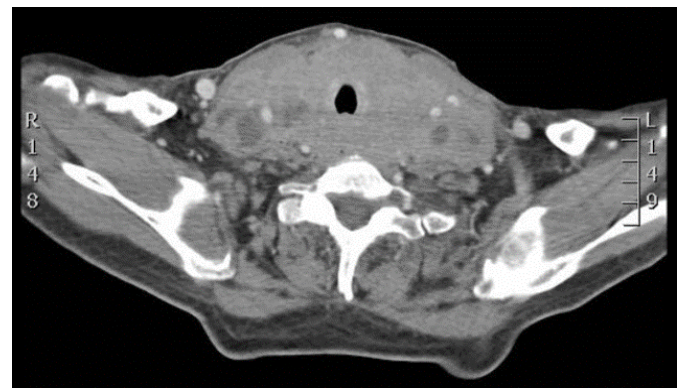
Tomografia computadorizada do pescoço, secção transversal. Marcado aumento dimensional da tireoide, com perda do plano de clivagem com o conglomerado adenopático e com as estruturas adjacentes. O calibre traqueal está mantido.
